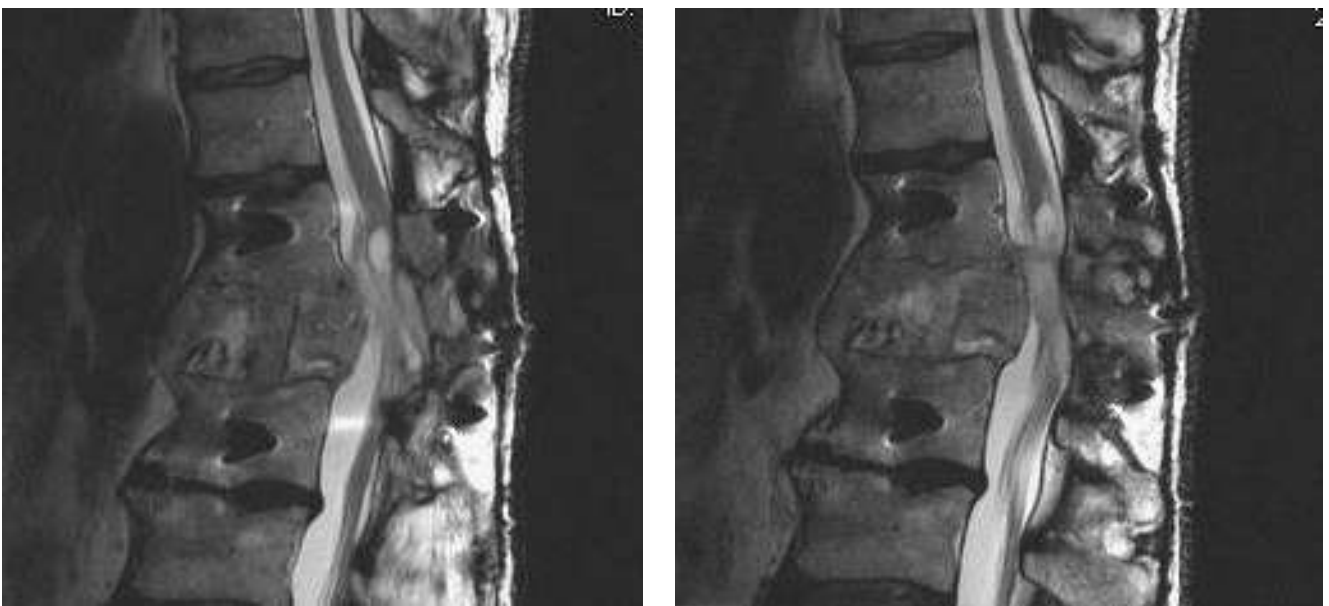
Comparaison en IRM, axial T2, du site traumatique du patient n°5 avant et après chirurgie.
